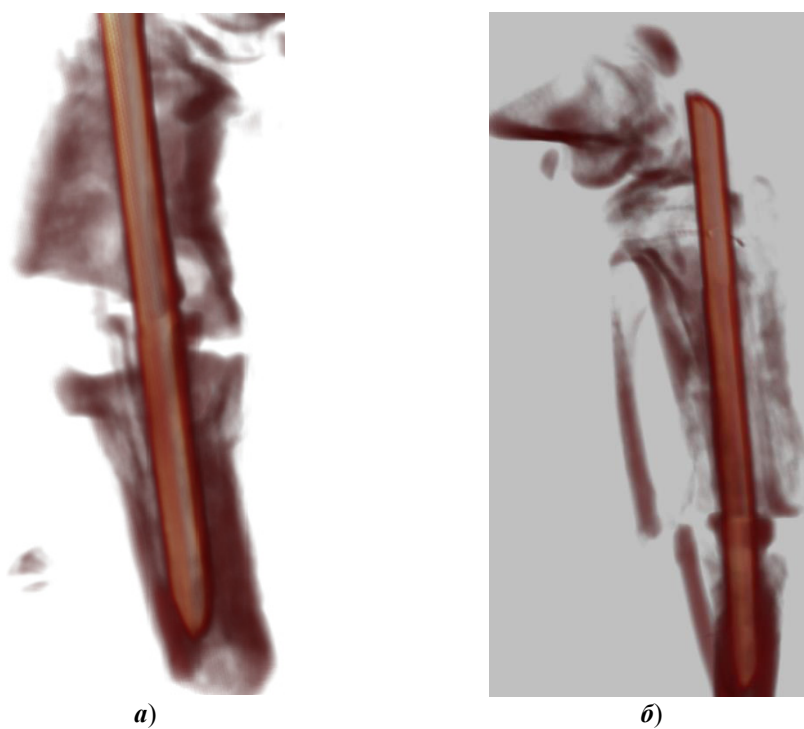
КТ зоны перелома на 90-е сут имплантата с лазерной обработкой (а), в сочетании с ЛЦУ (б)
